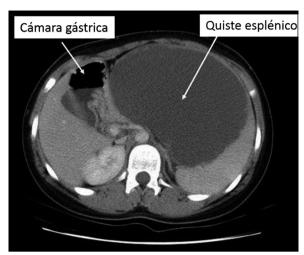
Tomografía abdomino-pélvica: masa quística gigante (17x16x14cm) sugerente de linfangioma esplénico en primera opción.
